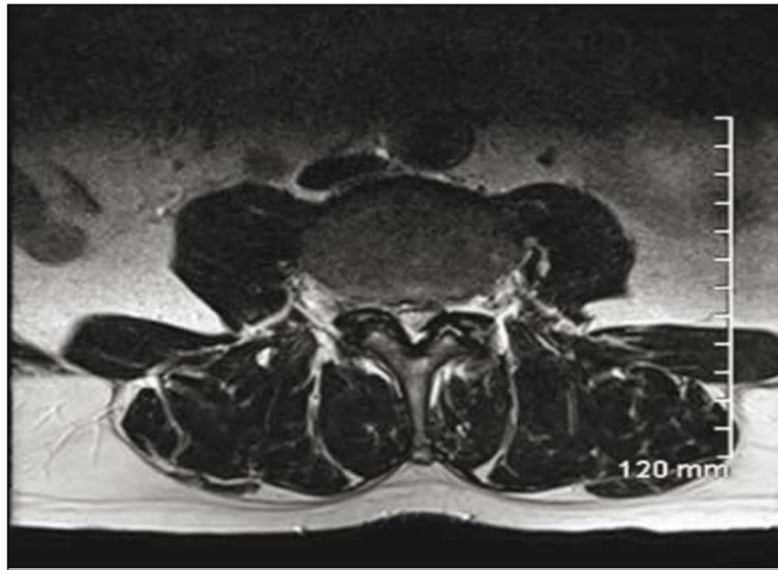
Coupe IRM passant par le disque L2-L3. Nter la hernie foraminale droite, l'hypertrophie des ligaments jaunes et l'arthrose des articulaires postérieurs
